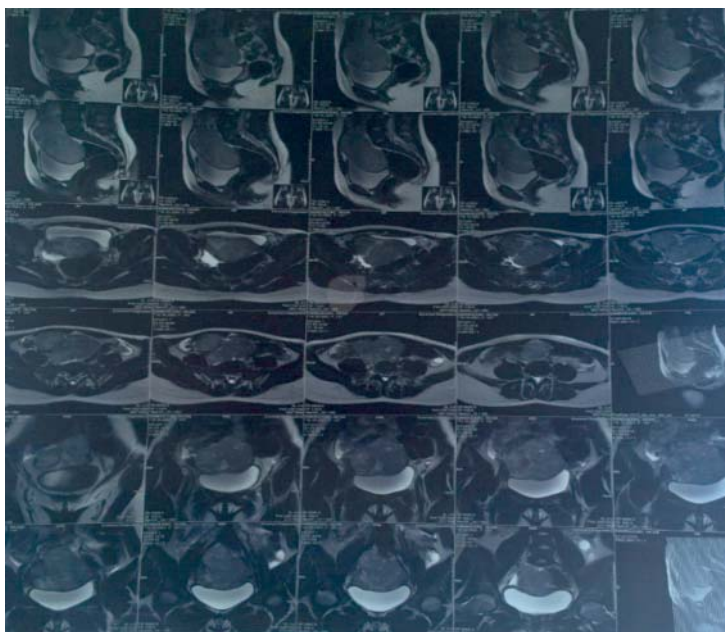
RMN organelor bazinului mic cu aprecierea formațiunii de volum
